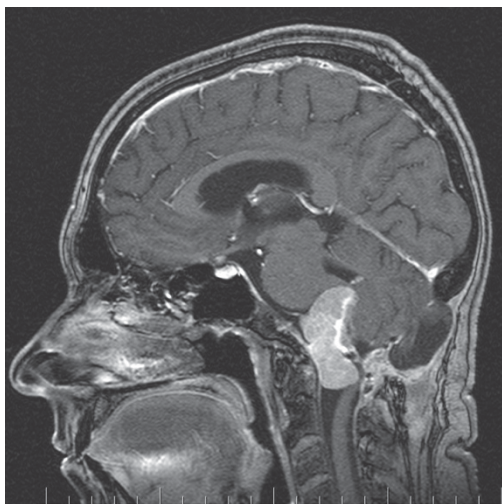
МРТ головного мозга через 3 месяца после оперативного вмешательства
